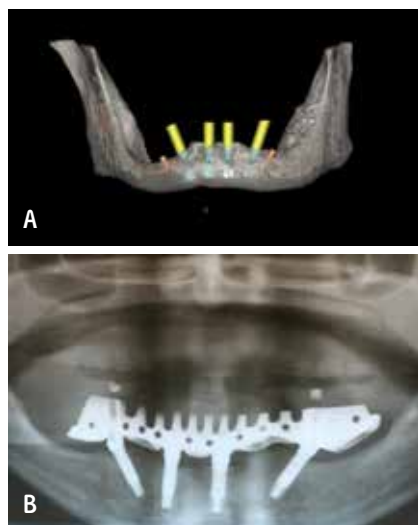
Digital CBCT, optical scanning, 3D CAD imaging, planning and design facilitate CAM stereolithographic surgical guide fabrication for accurate implant placement and CAM milled metal superstructures (1)
